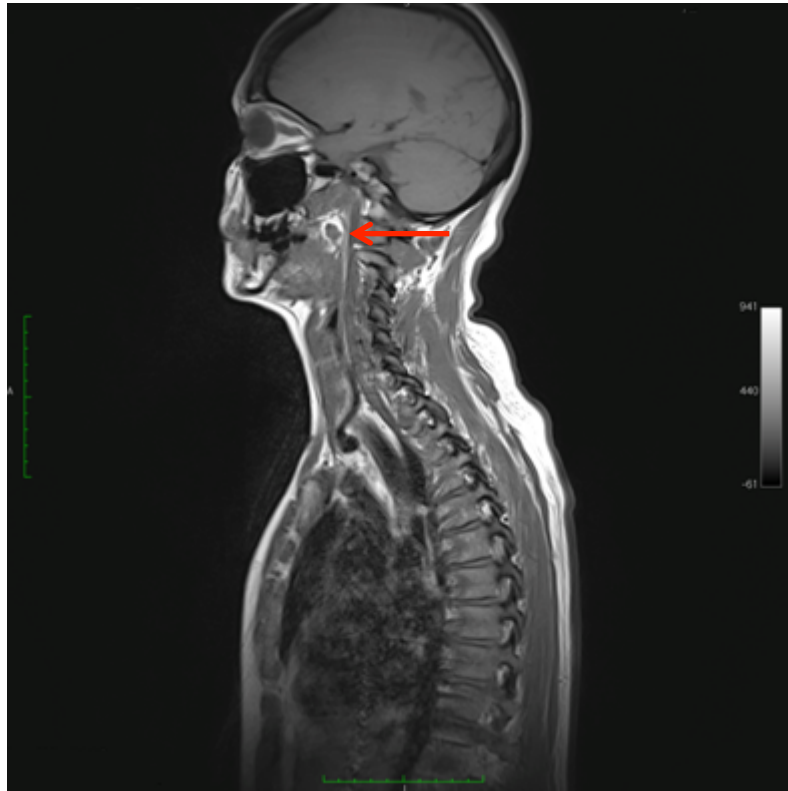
Sagittale MRT Schichtaufnahme in der Region der Fossa tonsillaris mit Darstellung einer zystischen Raumforderung der Tonsilla palatina (roter Pfeil) bei einer 60-Jährigen weiblichen Probandin
